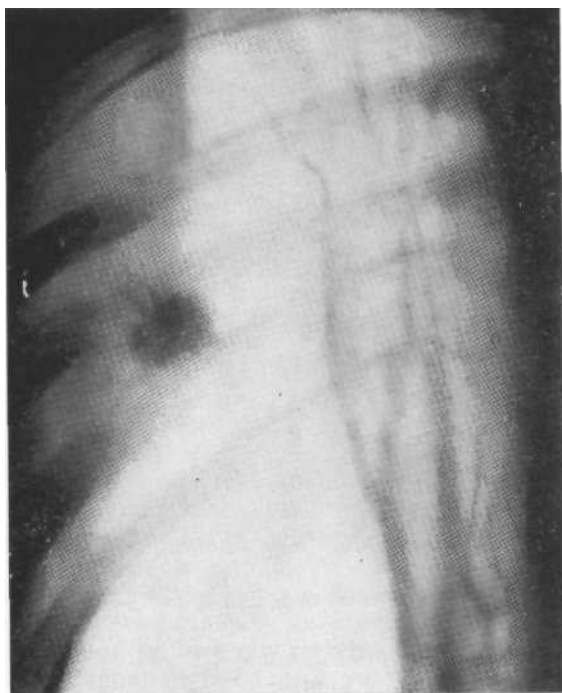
Томограмма. Периферический рак (опухолевый узел диаметром 2,2 см). Контуры шаровидной тени бугристые и лучистые. Вырезки Риглера у наружного края. Операция.
